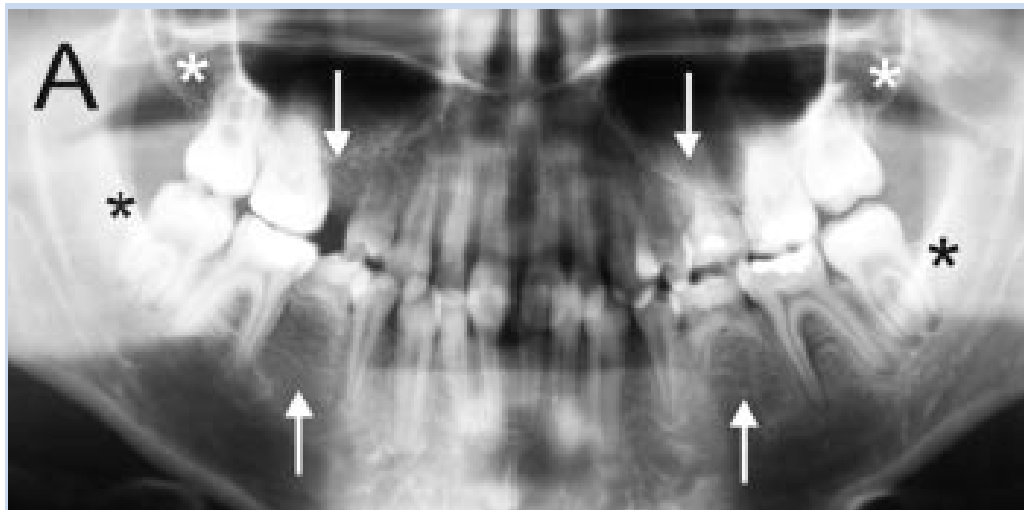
Ortopantomografía de un paciente con Síndrome de Sotos , A : paciente femenino de 11.2 años de edad , con agenesia de todos los segundos premolares, no se observan los terceros molares. Segundo molar temporal superior izquierdo y los segundos molares temporales inferiores están presentes.¹⁶
